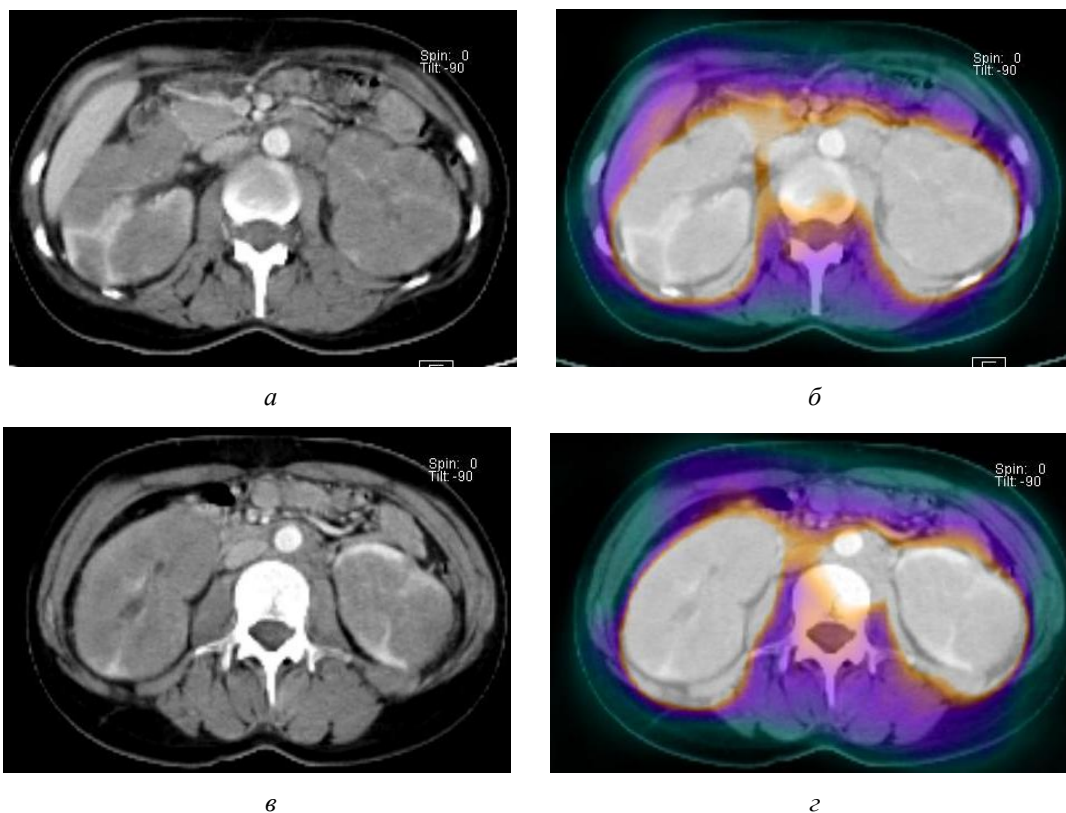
Поражение почек при неходжкинской лимфоме. По данным КТ (а, в), почки увеличены в размерах (правая — $9,9 \times 6,7 \times 11,6$ см, левая — $6,5 \times 8,7 \times 12$ см). Плотностные показатели паренхимы снижены — менее 40 HU. С обеих сторон определяются сливающиеся между собой образования. По данным ПЭТ-КТ (б, з), отмечается диффузное накопление ФДГ в паренхиме обеих почек (SUV 12—14). Отмечается лимфоидная инфильтрация по ходу аорты с наличием гиперметаболизма ФДГ (SUV 9—10)
